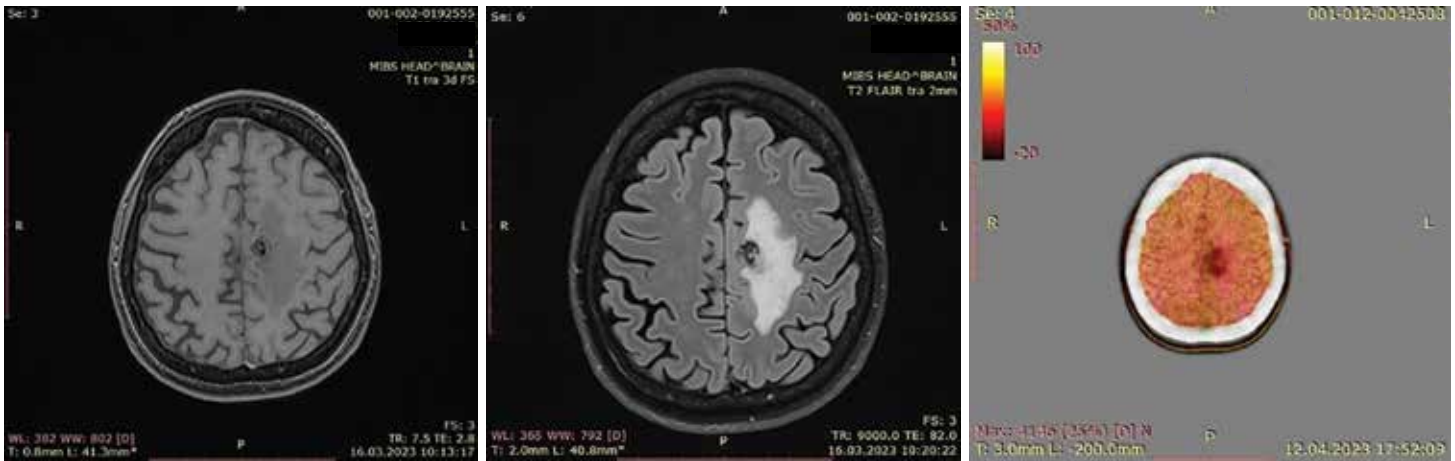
МРТ головного мозга от марта 2023 г. и ПЭТ/КТ от апреля 2023 г.: увеличение размеров образования на границе левой лобной и теменной долей
